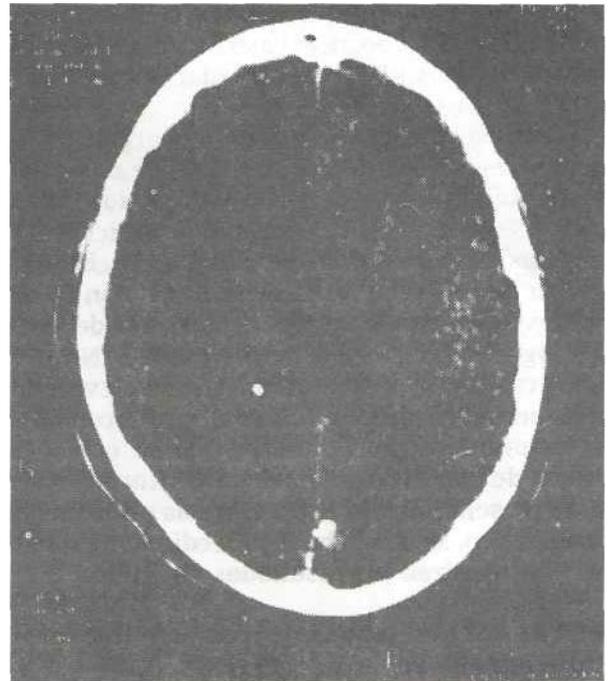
"Tomografía Axial Computarizada de cráneo con administración de medio de contraste donde se observa la dilatación del ventrículo lateral derecho y el edema subependimario. Tomografía preoperatorio.
